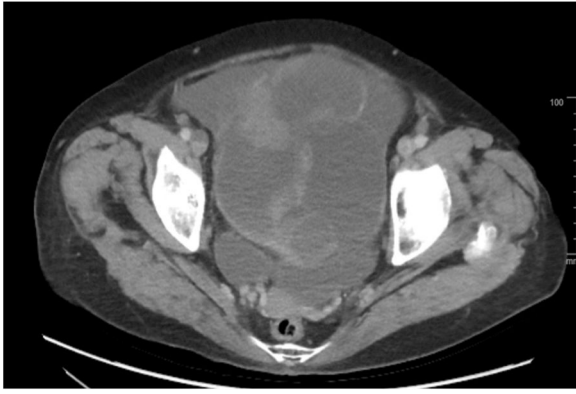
Tomografía con contraste de abdomen corte axial. Se evidencia extensa tumoración abdominopélvica dependiente de anexo izquierdo.
